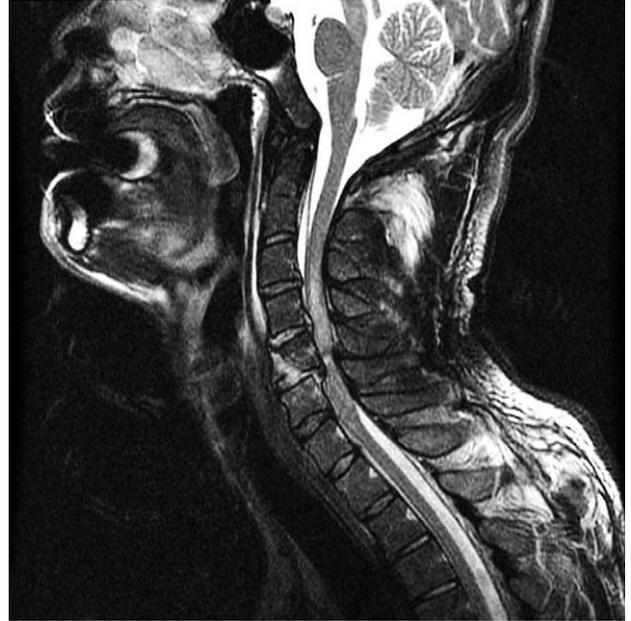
A MRI Showing burst fracture of C5 and C6, causing retropulsion of C5 and compression of spinal cord, and retrolisthesis of C5 on C6, fracture at left lamina and right articular process of C5 and C6, left transverse process of C5, fracture at right inferior articular process of C3 and at left lateral mass of C4. Increased signal intensity in the spinal cord at C3-6 levels.
